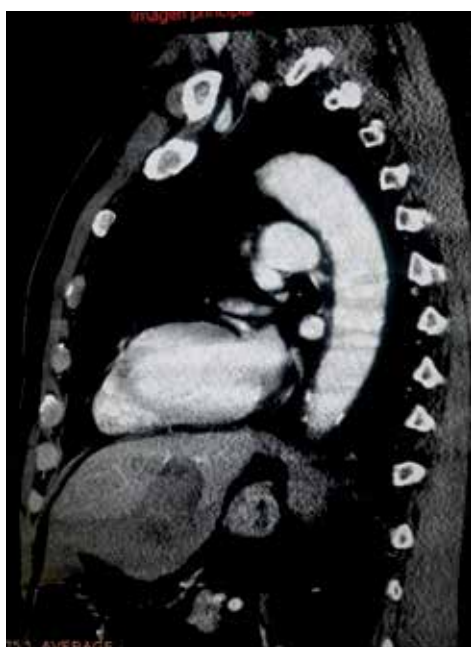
Tomografía computarizada con contraste IV; reconstrucción sagital que muestra lesión subcapsular en lóbulo izquierdo del hígado que condiciona disrupción de la cápsula de Glisson y hemoperitoneo.
